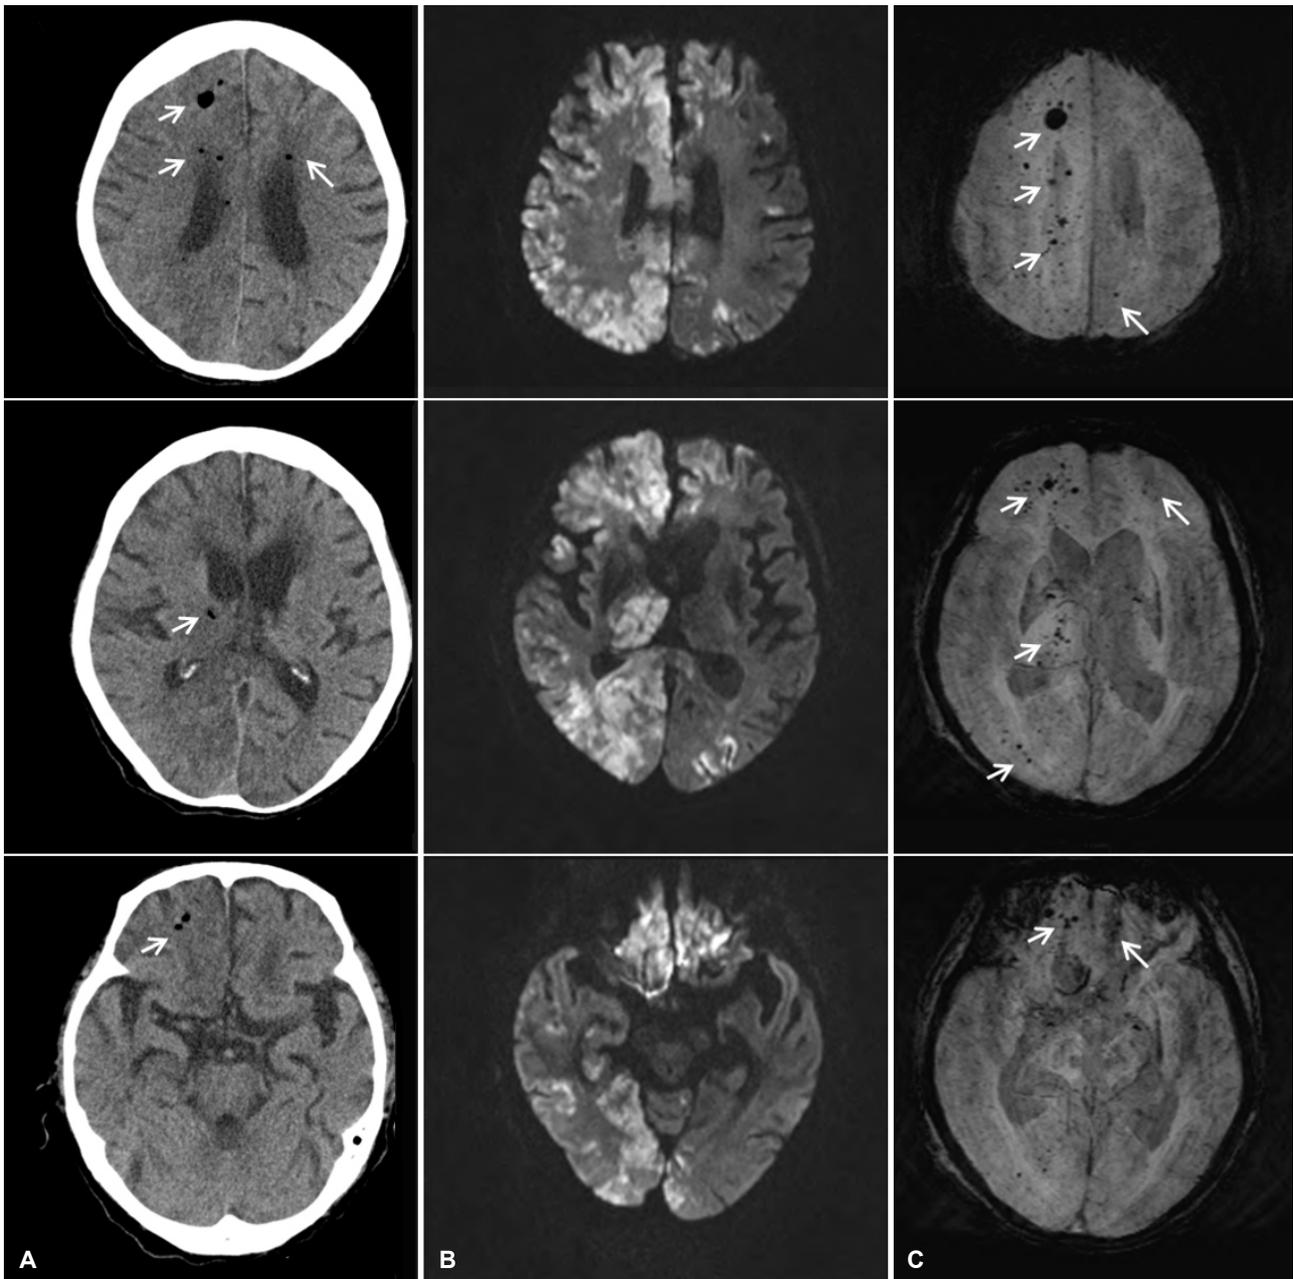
(A) Brain computed tomography shows multiple punctate air bubbles (arrows) in right hemisphere and bilateral periventricular white matter. (B) Diffusion-weighted imaging shows multiple cerebral infarctions in both hemispheres, more predominantly in the right hemisphere. (C) Susceptibility weighted imaging shows multiple dark signal intensities (arrows).
